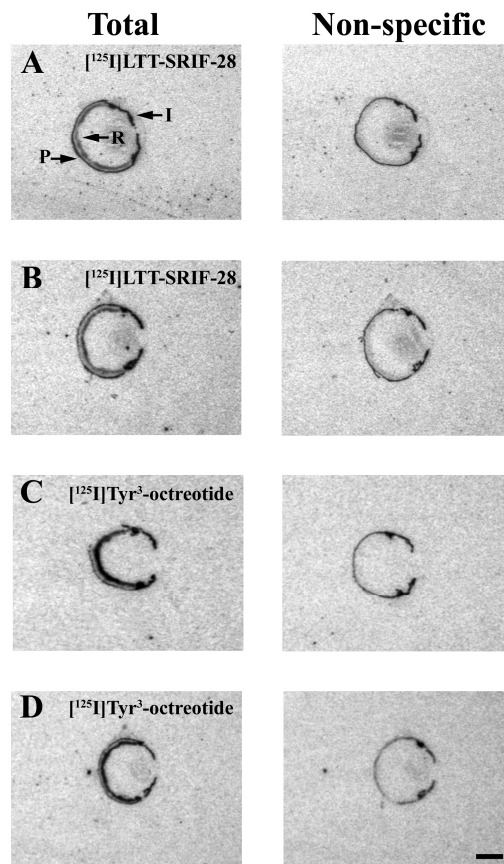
Fotomicrografie rappresentative del segnale autoradiografico dei siti di legame marcati con $[^{125}\text{I}]\text{LTT-SRIF-28}$ (A-B) e $[^{125}\text{I}]\text{Tyr}^3\text{-octreotide}$ (C-D) in sezioni coronali di occhi di topi di controllo (A, C) e mantenuti in condizioni di ipossia (B, D). Totale e non-specifico si riferiscono a sezioni sequenziali che derivano dallo stesso occhio. Da notare che l'ipossia causa una diminuzione dei siti di legame marcati con $[^{125}\text{I}]\text{Tyr}^3\text{-octreotide}$. I: iride, P: occhio posteriore (sclera, coroide), R: retina. Barra di calibrazione: 1 mm.
